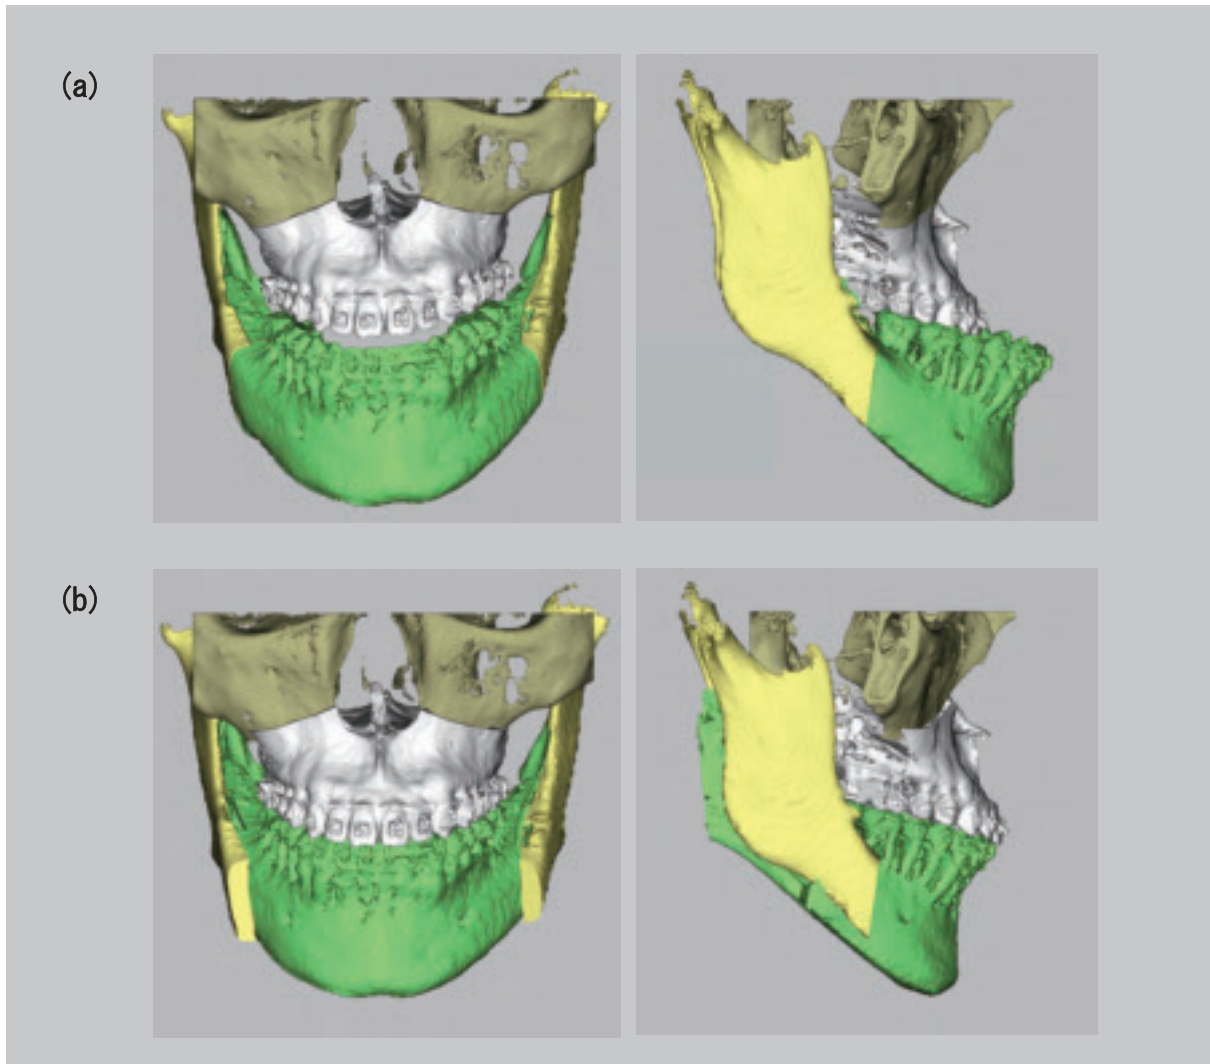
術直前のCBCTを用いて骨切り線および各骨片を明示したもの (a) と、ペーパーサージェリーによるトリートメントゴールを3Dシミュレーションしたもの (b)。
